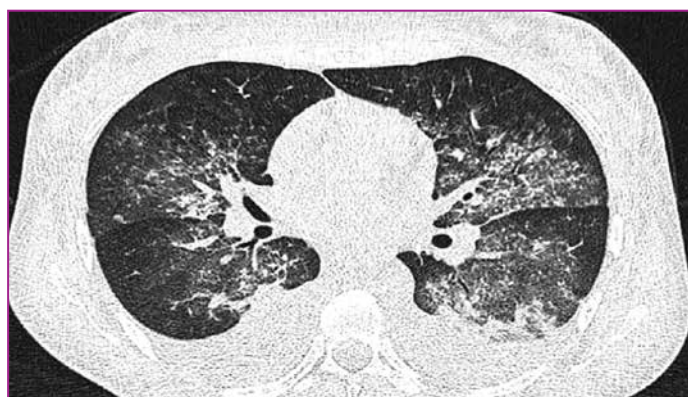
Данные КТ органов грудной клетки (22.08.2021). Аксиальный срез.
